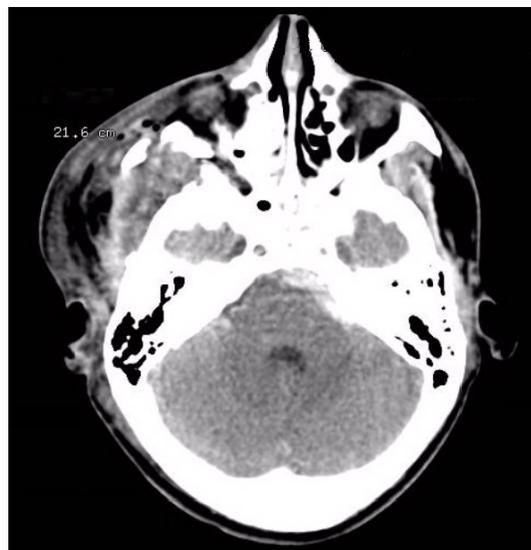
Evolución del paciente en el día 5. Se aprecia en fosa posterior imagen retro-clival pre póntica de predominio izquierdo con efecto de masa sobre el tronco encefálico, de menor tamaño comparada con la TC de ingreso. Fuente: Banco de imágenes Clínica Valle Salud. Cali, Colombia.
